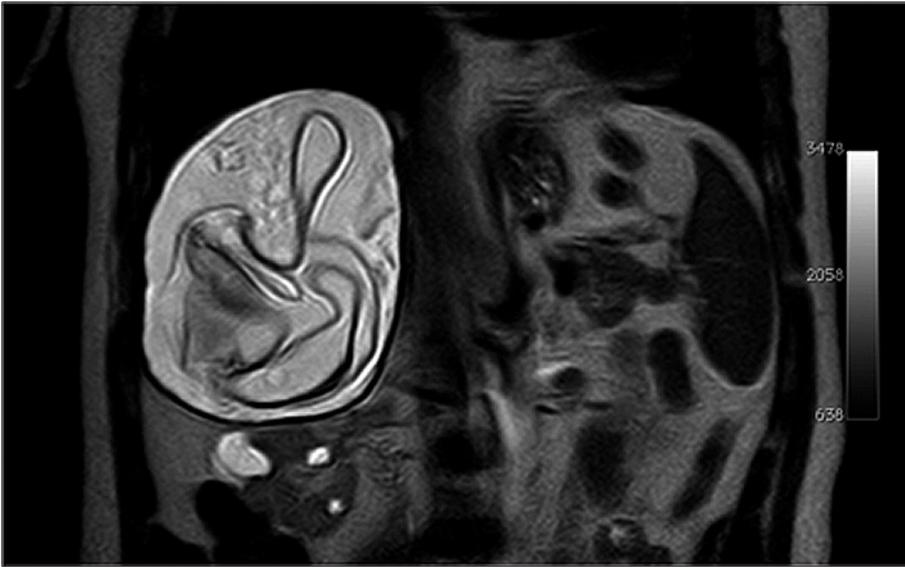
Quiste hidatídico hepático con membrana desprendida y vesículas hijas en una resonancia magnética potenciada en T2.
